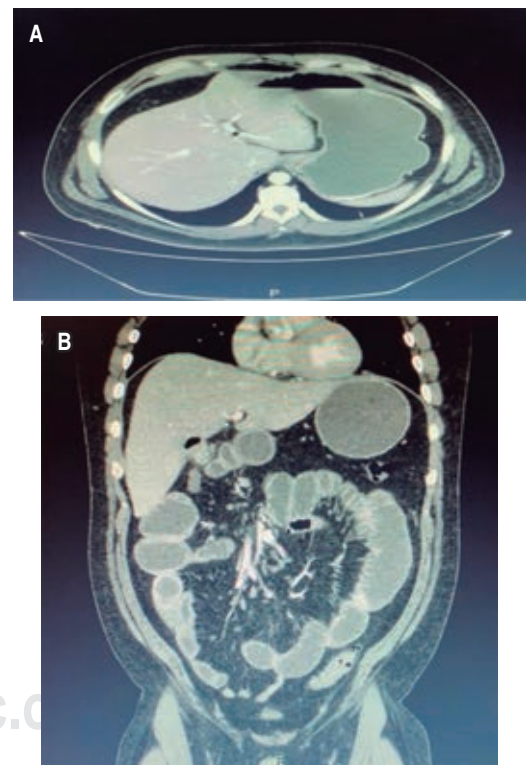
Tomografía computarizada simple y contrastada de abdomen corte coronal (A) y corte axial (B). Distensión de asas de yeyuno con retención de contenido líquido secundario a cuerpo extraño de 31 mm de diámetro en íleon proximal.
